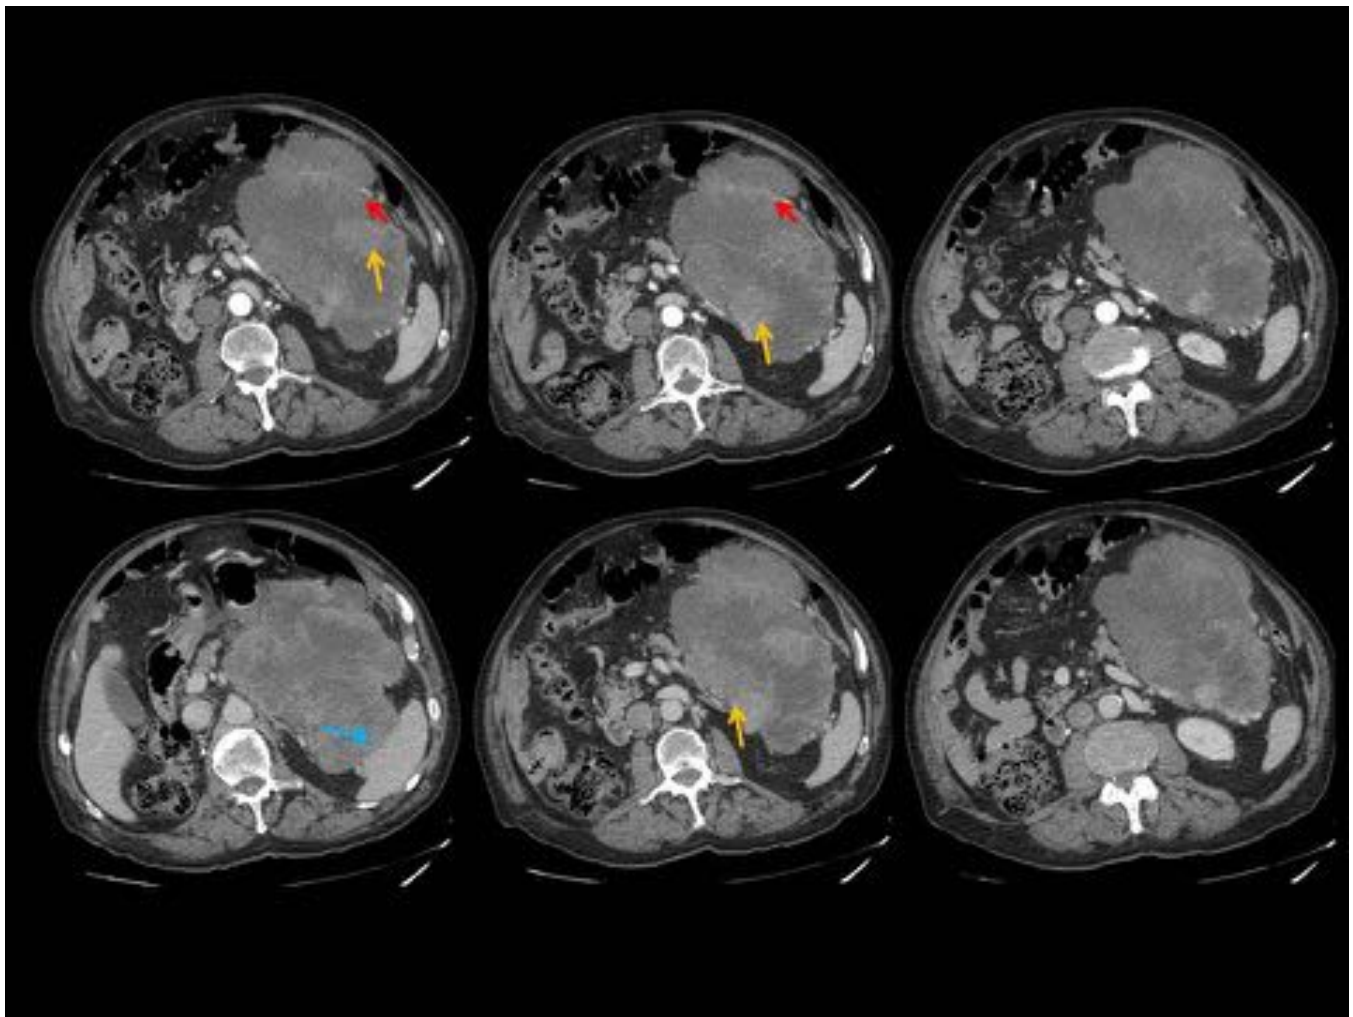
TC con CIV, fase arterial (fila superior) y venosa (fila inferior). Gran masa exofítica de contornos multilobulados y densidad heterogénea, con múltiples zonas sólidas que realzan (flechas amarillas) y áreas hipodensas/necróticas. Se identifican múltiples estructuras vasculares en el interior de la masa (flechas rojas). Se señala (flecha azul) zona de ausencia de plano de clivaje con el bazo, por infiltración del mismo. GIST gástrico.
